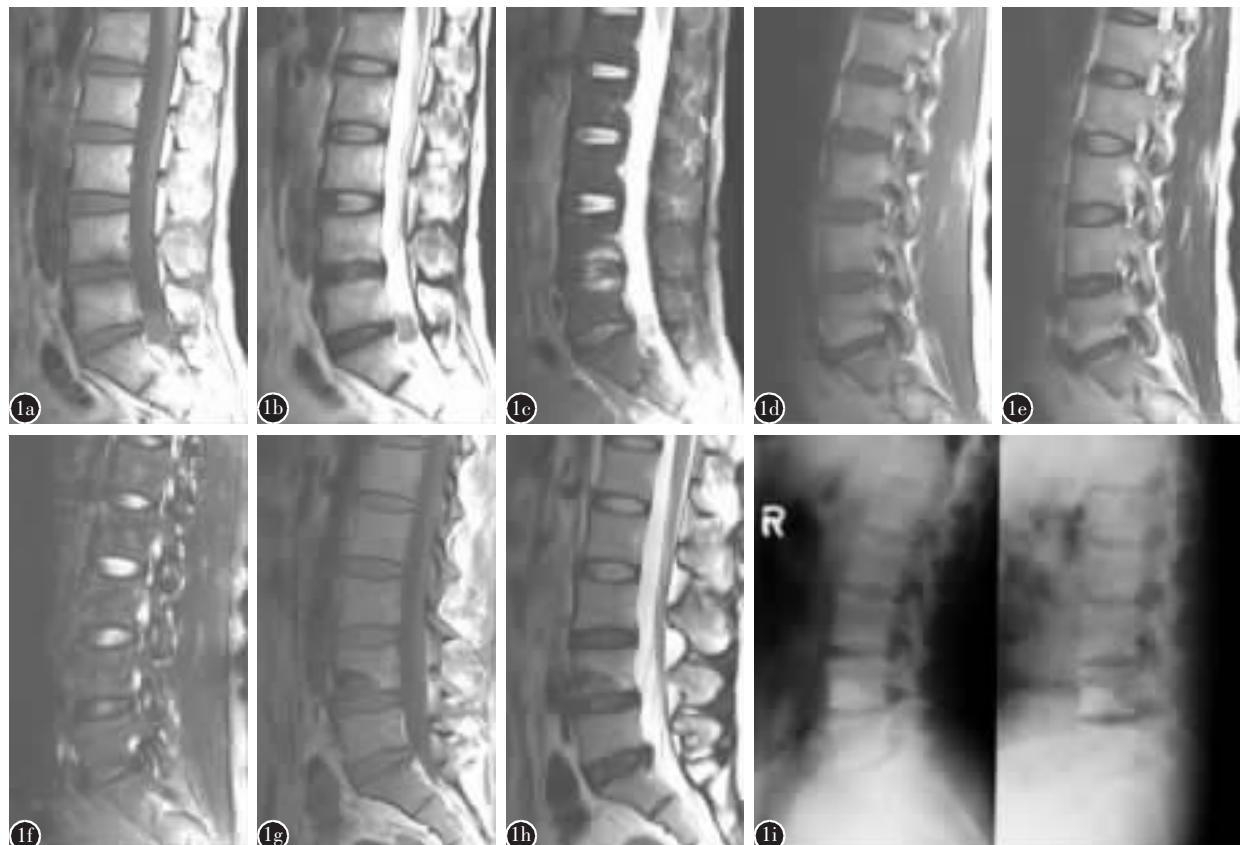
不同Modic改变类型 a、b、c 代表Modic I型改变,L4/5 T1为低信号,T2为高信号,抑脂相表现为高信号 d、e、f 代表Modic II型改变,L5/S1 T1、T2均为高信号,抑脂相表现为低信号 g、h、i 代表Modic III型改变,L4下方 T1、T2均为低信号,X线显示相应区域有骨硬化表现
